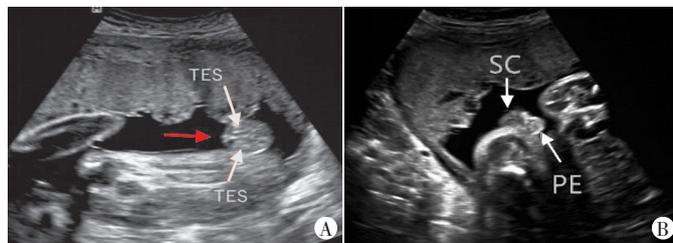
孕30周胎儿外生殖器超声图像(红色箭头示阴囊下端前方未见阴茎声像;TES:睾丸;PE:阴茎;SC:阴囊)
